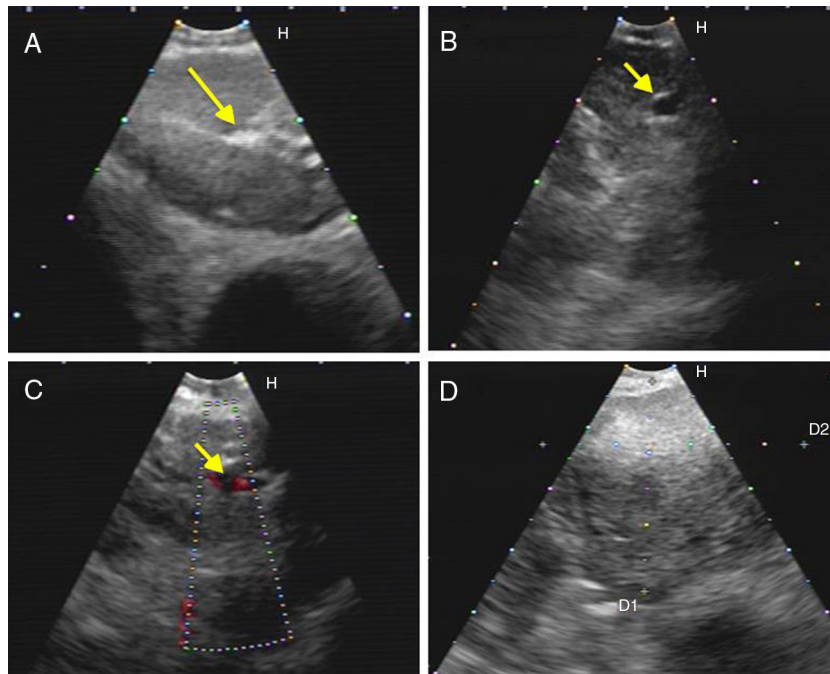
Series de imágenes ecográficas de EBUS de ganglio linfático mediastínico que muestran diferentes criterios (*continuación*). A) Presencia de estructura hiliar central (flecha) en linfadenitis reactiva. B,C) Presencia de estructura hiliar central con vaso sanguíneo (flecha) en otro ganglio linfático reactivo; demostración en modo Doppler en C. D) Margen mal definido con ecogenicidad heterogénea en metástasis extratorácica con ausencia de estructura hiliar central.
